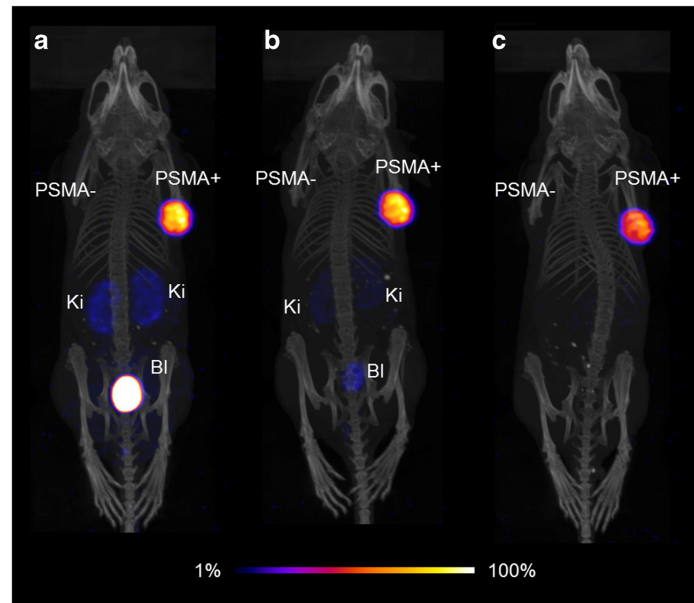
Immagini SPECT/CT dei topi dopo l'iniezione di ≈ 25 MBq di $^{161}\text{Tb} - \text{PSMA} - 617$ in proiezioni di massima intensità (a) Scansione a 1 h dall'iniezione (b) 4 h (c) 24 h.
